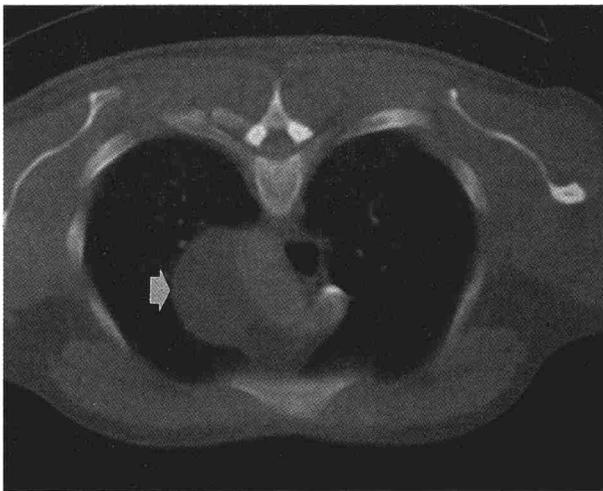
TAC de tórax. Imagen de masa extrapulmonar de baja densidad y circunscrita, que protruye sobre la parte anterior y superior del pulmón izquierdo. Desplaza los vasos mediastínicos hacia la derecha.
